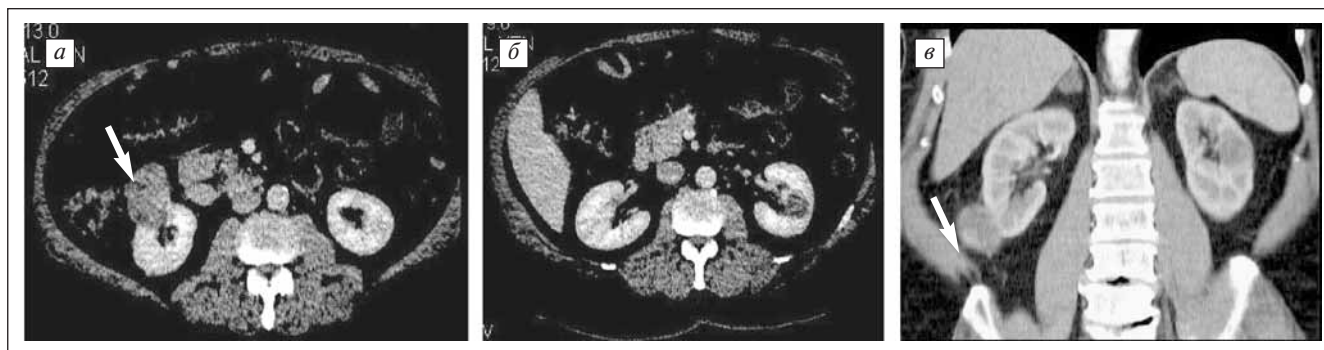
Больной К. Двусторонняя опухоль почек (справа — T3aN0M0, слева — T1aN0M0). МСКТ: а — аксиальный скан — большая, преимущественно экстраренальная, опухоль правой почки; б — аксиальный скан — интратренальная опухоль левой почки; в — МПР, фронтальная проекция
